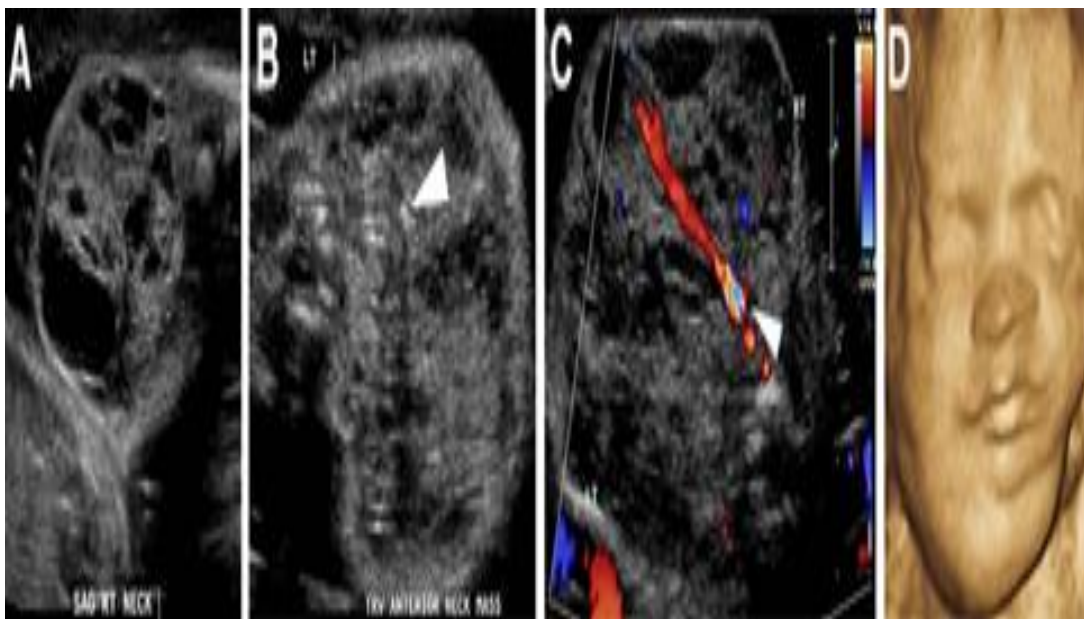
Malformation lymphatique atypique mixte kystique et solide (type IV). Les images sagittales (A) et transversales (B) en échelle de gris démontrent une malformation lymphatique cervicale avec des composants kystiques et solides. Une calcification ombrée (pointe de flèche) est visible. (C) L'image Doppler couleur transversale de la malformation lymphatique démontre un gros vaisseau provenant de l'artère carotide droite (tête de flèche) et des zones supplémentaires de flow interne au sein de la lésion. (D) L'image tridimensionnelle montre la malformation lymphatique s'étendant de la région sous-mandibulaire vers le haut, le long du côté droit du visage[40].
